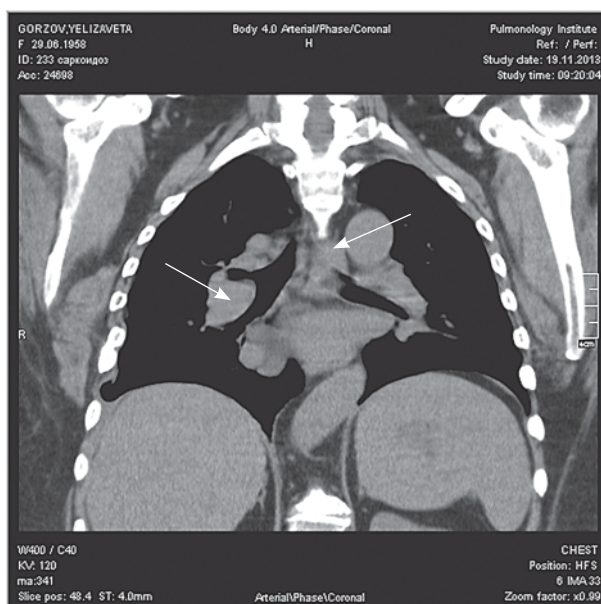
МСКТ. Реконструированный сагиттальный срез средостения. Стрелками отмечены увеличенные бронхопульмональные и медиастинальные лимфоузлы
